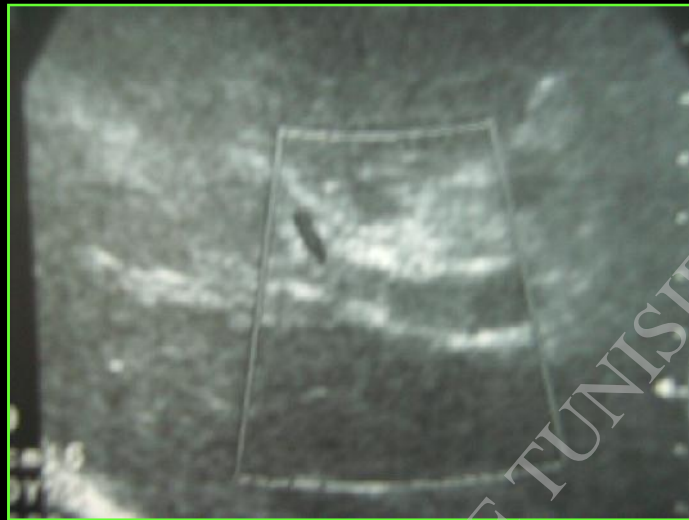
thrombose de la veine porte en écho-doppler hépatique
